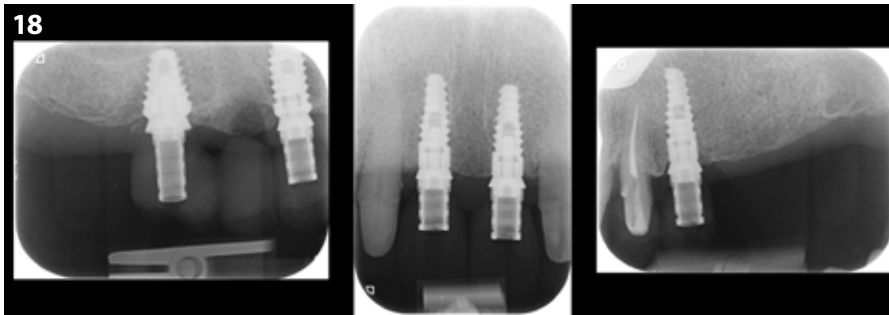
Periapikale Röntgenaufnahmen zur Überprüfung des Sitzes der implantatgetragenen provisorischen Restaurationen
